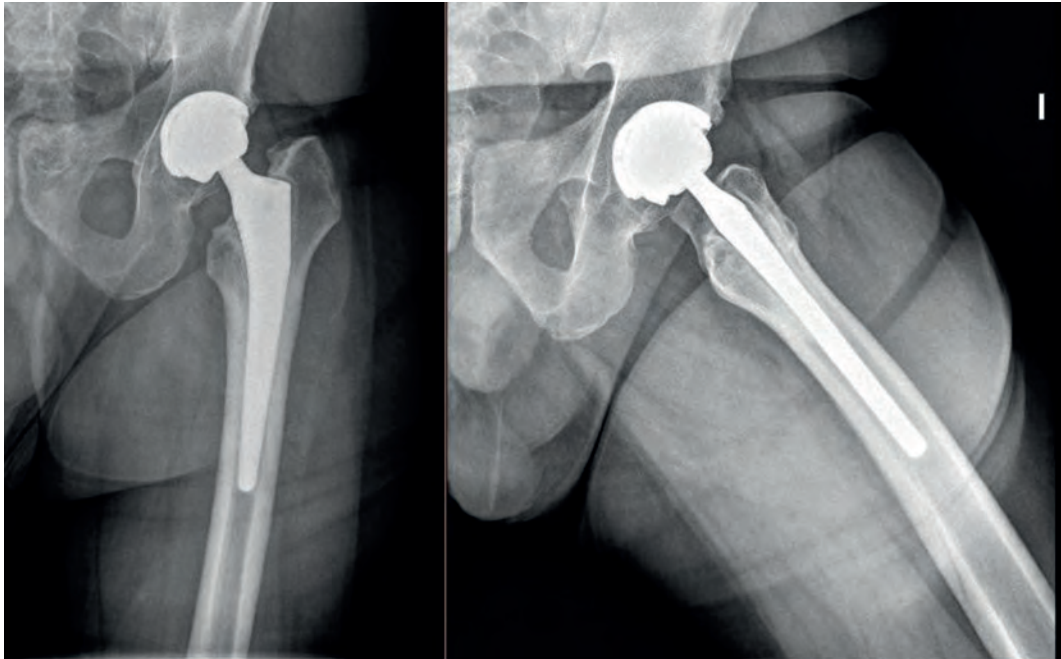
Radiografía Ap y axial con fractura de liner cerámico.
